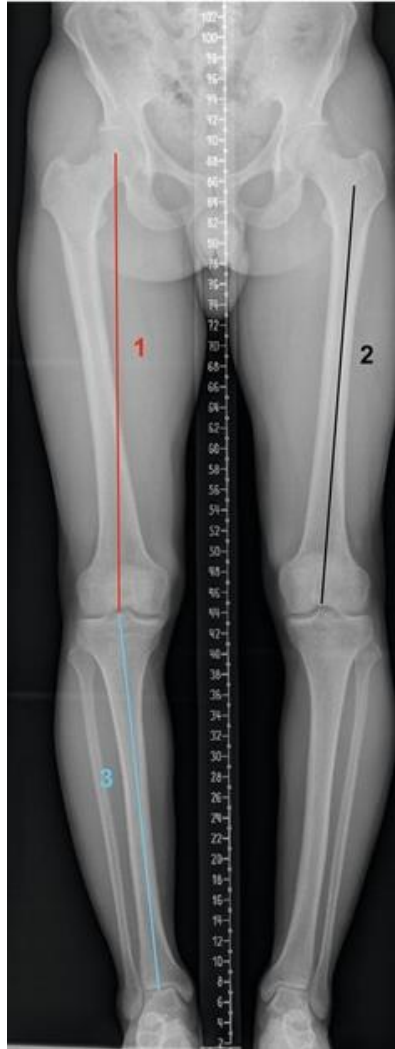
radiographie de l'axe anatomique et mécanique du genou
